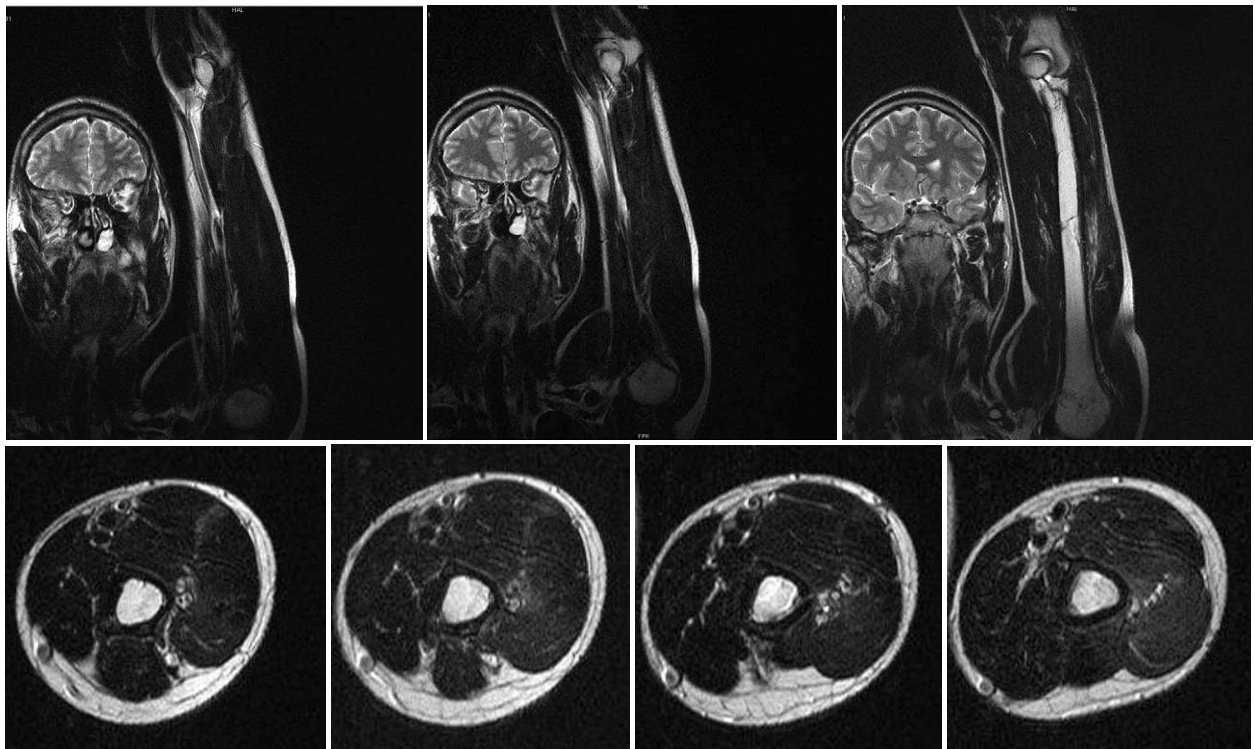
МРТ-обследование пациента О., 25 лет. Ds: травматическое повреждение лучевого нерва справа.
